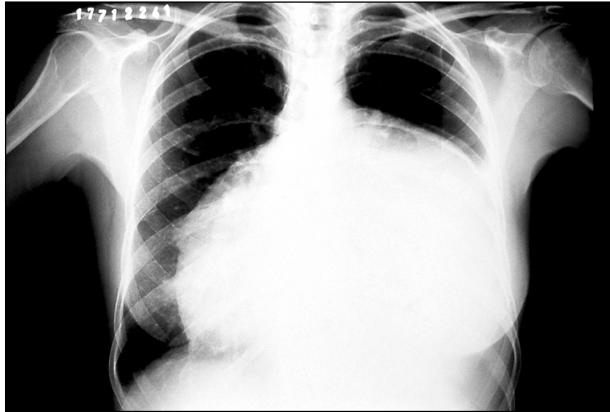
Radiografia do tórax demonstrando aumento da área cardíaca.
